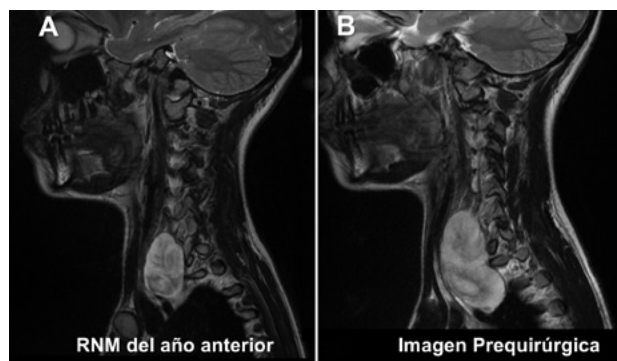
Resonancia de la lesión. A) Corte sagital en T2 donde se observa la lesión tumoral hiperintensa. B) Corte sagital en T2 con un año de diferencia donde se evidencia crecimiento tumoral.
